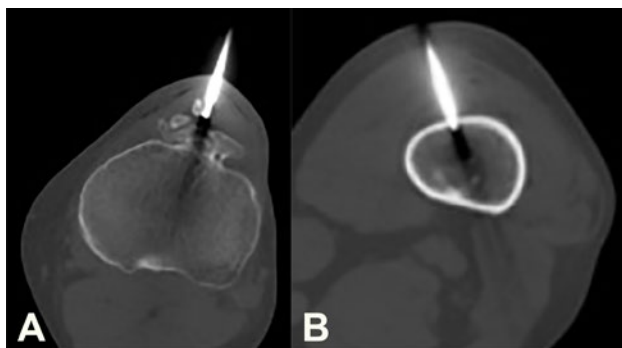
Se observa el sitio de la biopsia guiada bajo TAC en un corte axial de la tibia (5a) y del fémur (5b).
